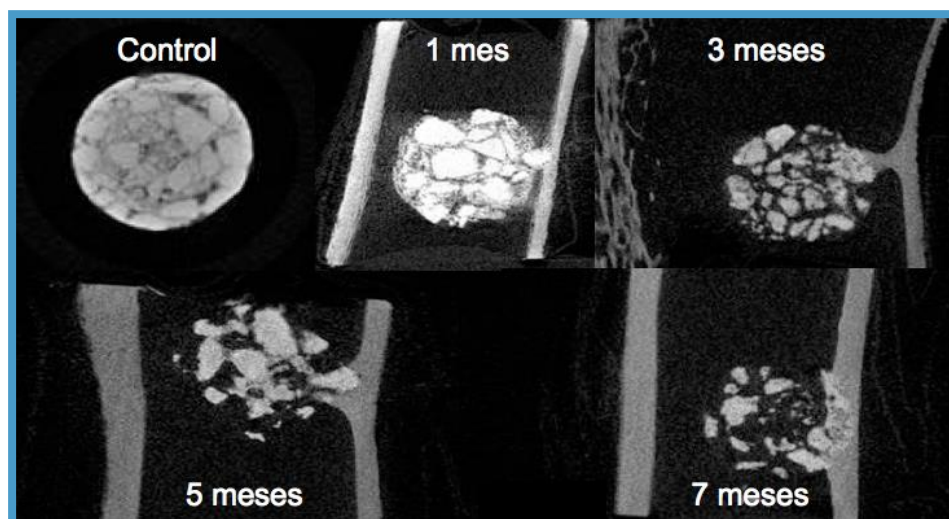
Estudio con micro-TC: evolución del implante en el interior del hueso durante los diferentes periodos estudiados.
